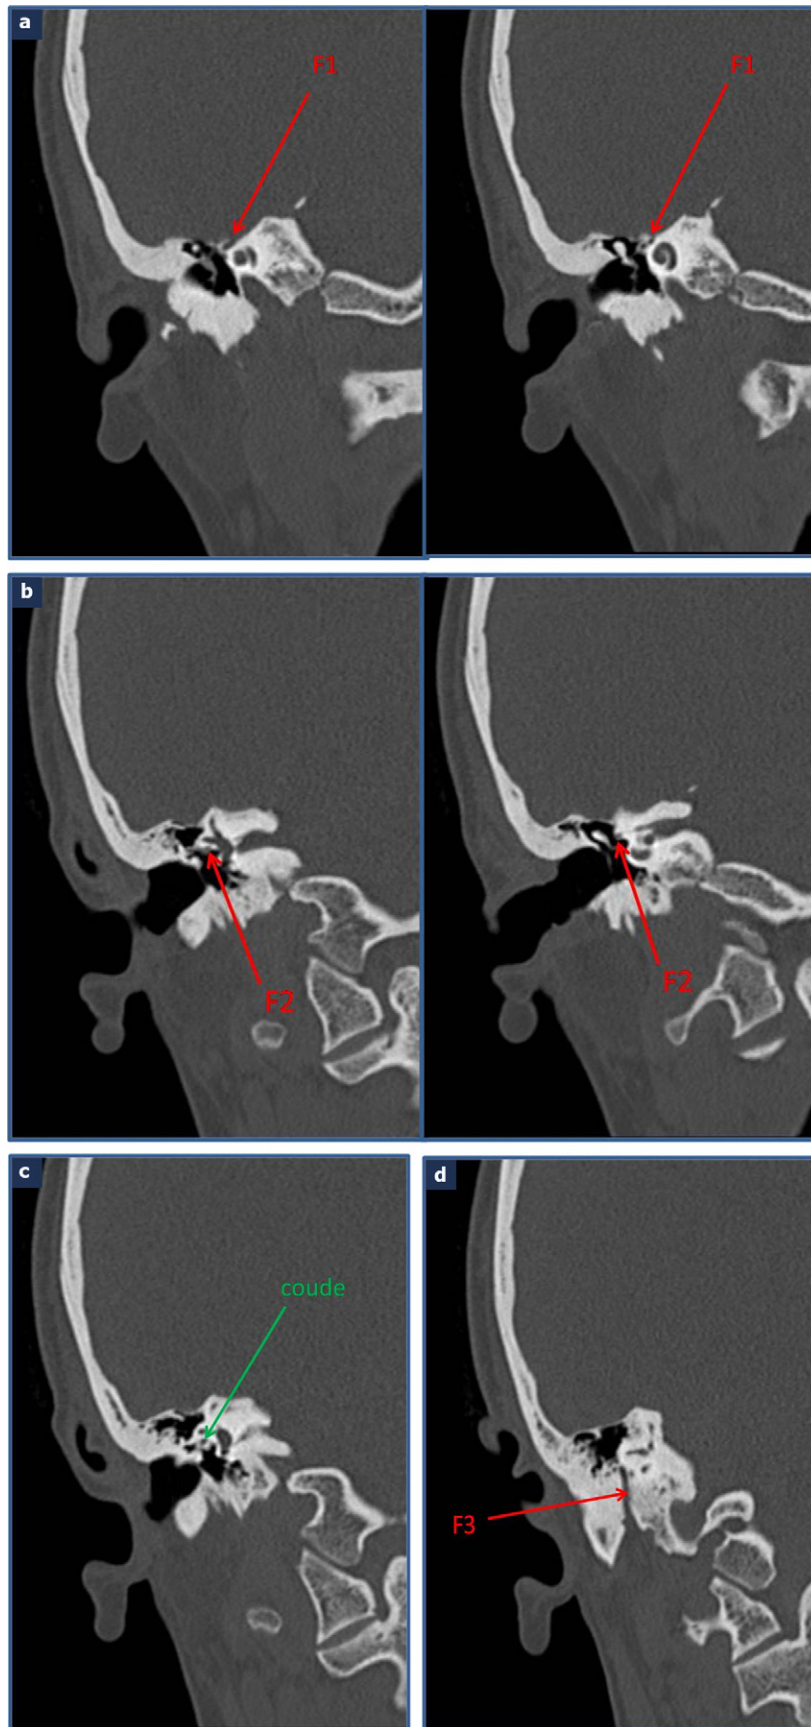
TDM en coupes coronales spiralées directes : nerf facial dans ses différentes portions : labyrinthique F1 (a), tympanique F2 (b), coude (c) et mastoïdienne F3 (d).
